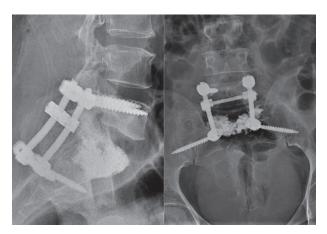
Рентгенограммы после операции
